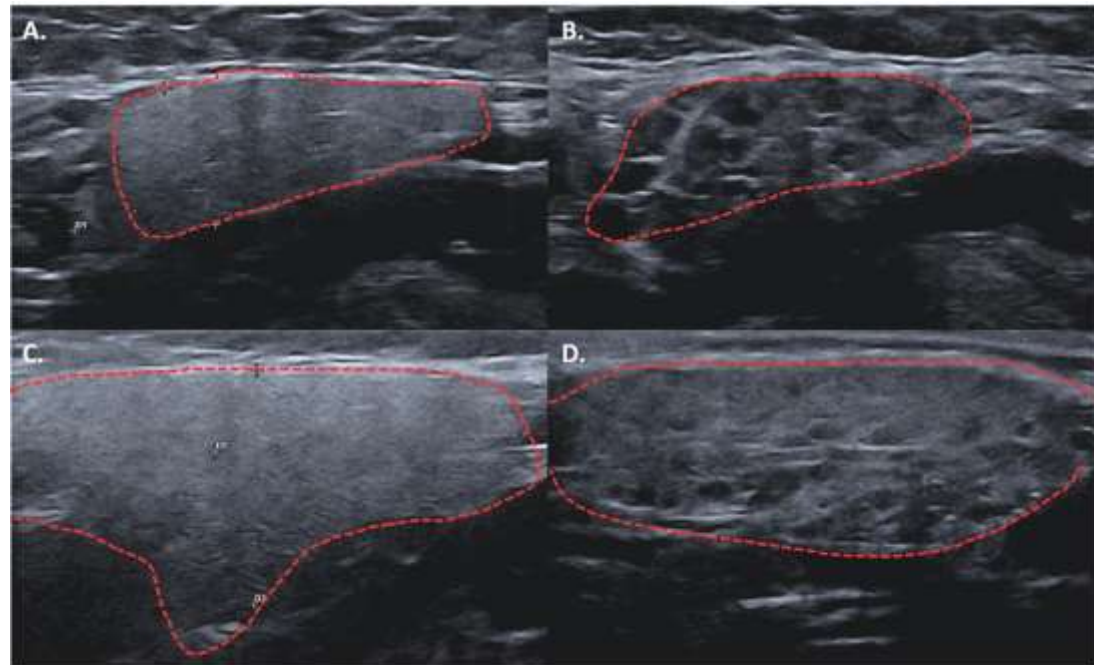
Ultrasonographic image of: (A) normal submandibular gland; (B) submandibular gland suggestive of primary Sjögren's syndrome; (C) normal parotid gland and (D) parotid gland suggestive of primary Sjögren's syndrome.
